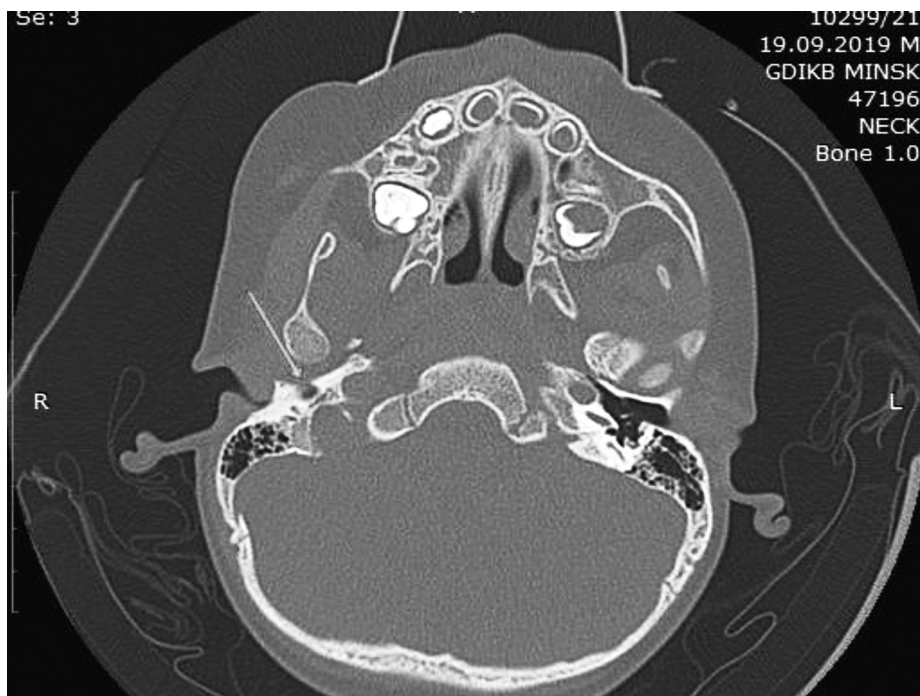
КТ пациента К., барабанное отверстие (отверстие Хушке) справа, указано стрелкой
